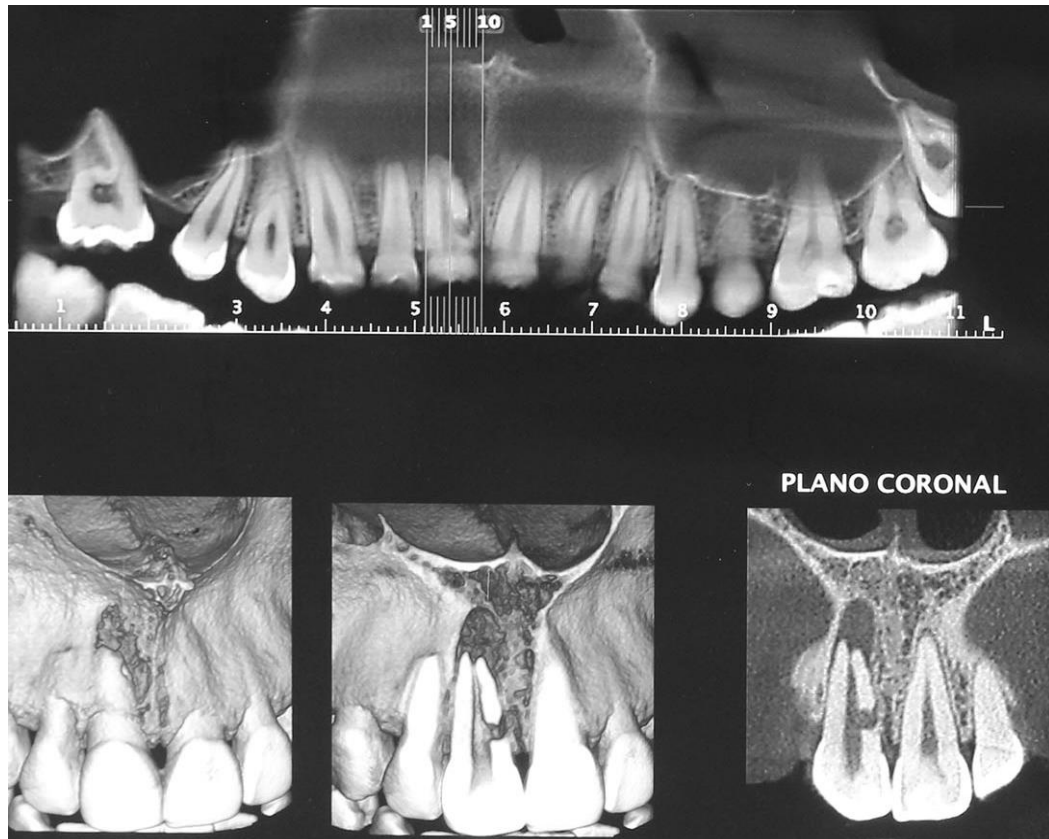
CBCT de pieza 1.1
